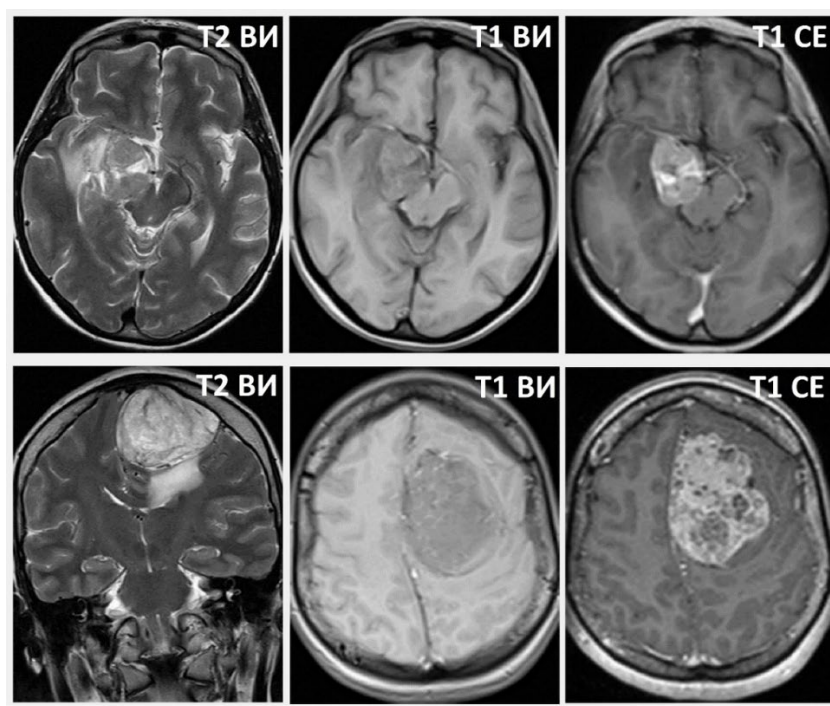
Клинические примеры ошибочной классификации опухолей из валидационной группы моделью на основе признаков МРТ-семиотики, которые были правильно дифференцированы моделью на основе радиомических признаков.
